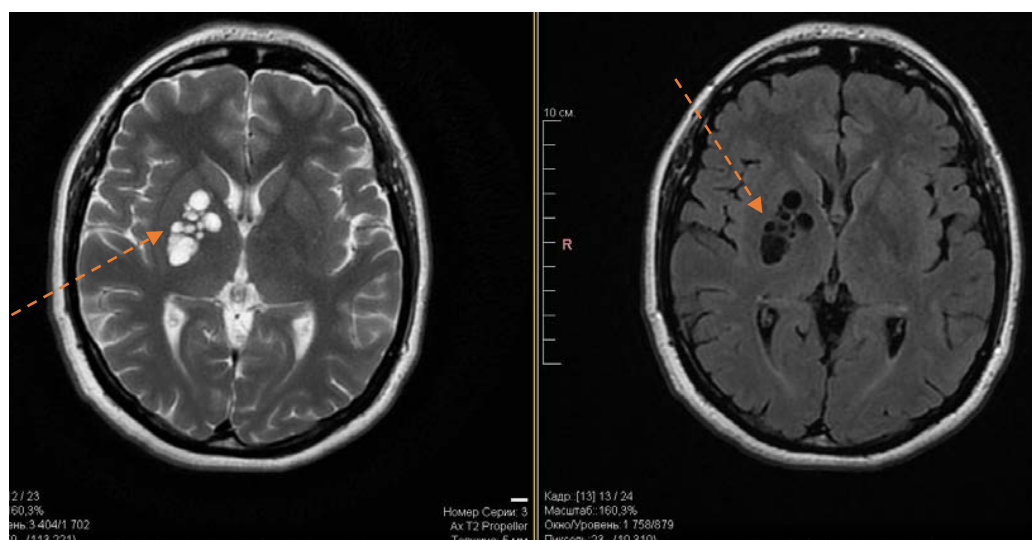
На аксиальных МР-изображениях в режиме FLAIR стрелками отмечены периваскулярные пространства в виде гипоинтенсивных областей без гиперинтенсивности прилегающего вещества
